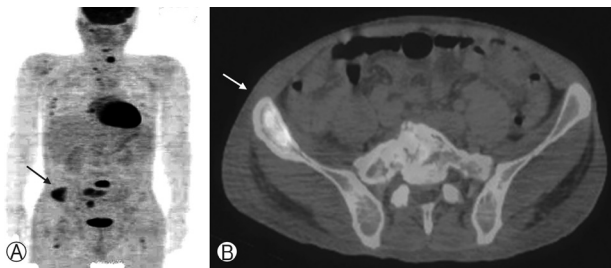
(A) Maximum intensity projection image and (B) selected transaxial fused positron emission tomography-computed tomography slice showing increased tracer uptake in the right iliac bone.
